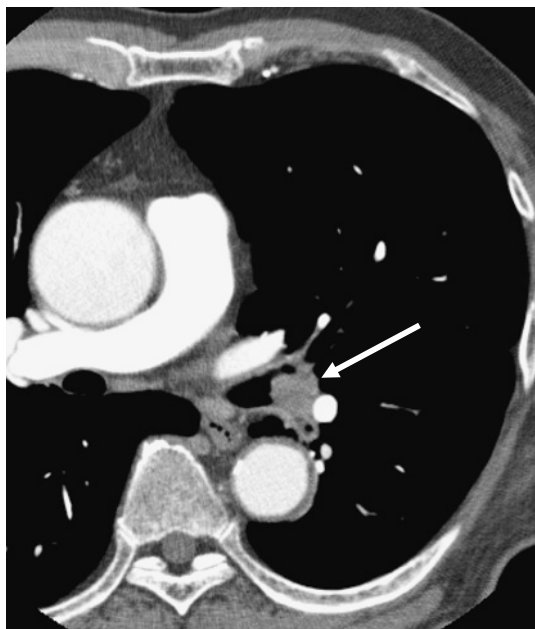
Mucoepidermoid carcinoma. A contrast-enhanced CT scan shows a small enhancing nodule in the left main bronchus.
